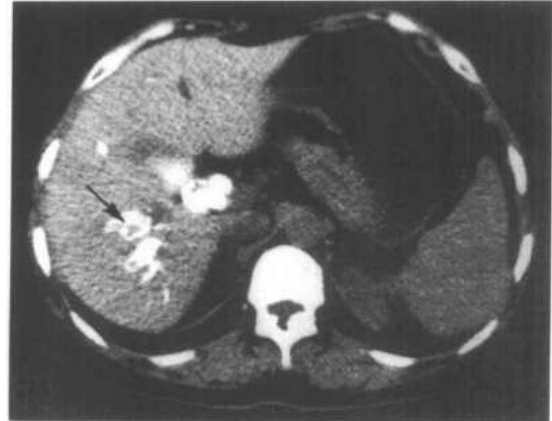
与图 10-3-5a 同一病例 CT 胆道造影横断扫描，可见肝右叶后段扩张胆管内充盈造影剂，其内有结石，导致充盈缺损 (↑)
